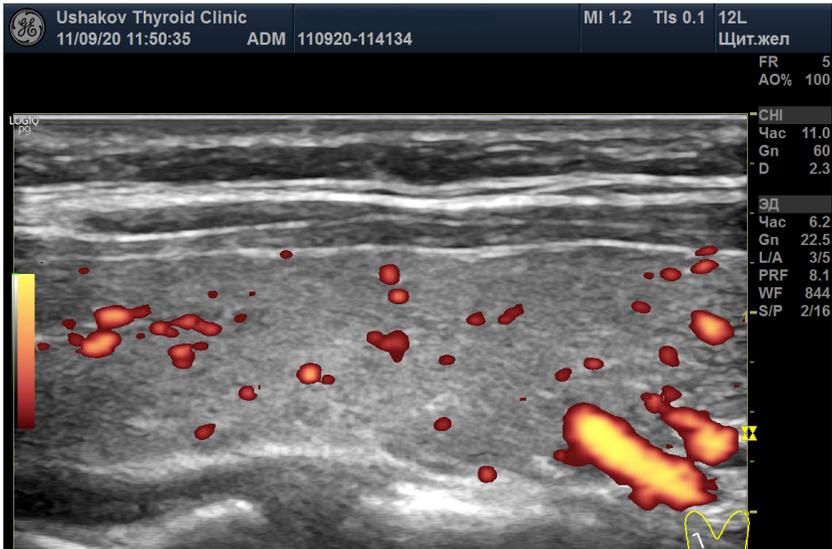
Правая доля щитовидной железы (в режиме энергетического доплера) пациентки С., 22 года. А – 04.08.20 в состоянии гипотиреоза и Б – 11.09.20 в состоянии гипертиреоза. Кровоток в каждой доле в разные даты в малой степени усилен, но значимых изменений интенсивности кровотока при этих УЗИ не выявлено.
